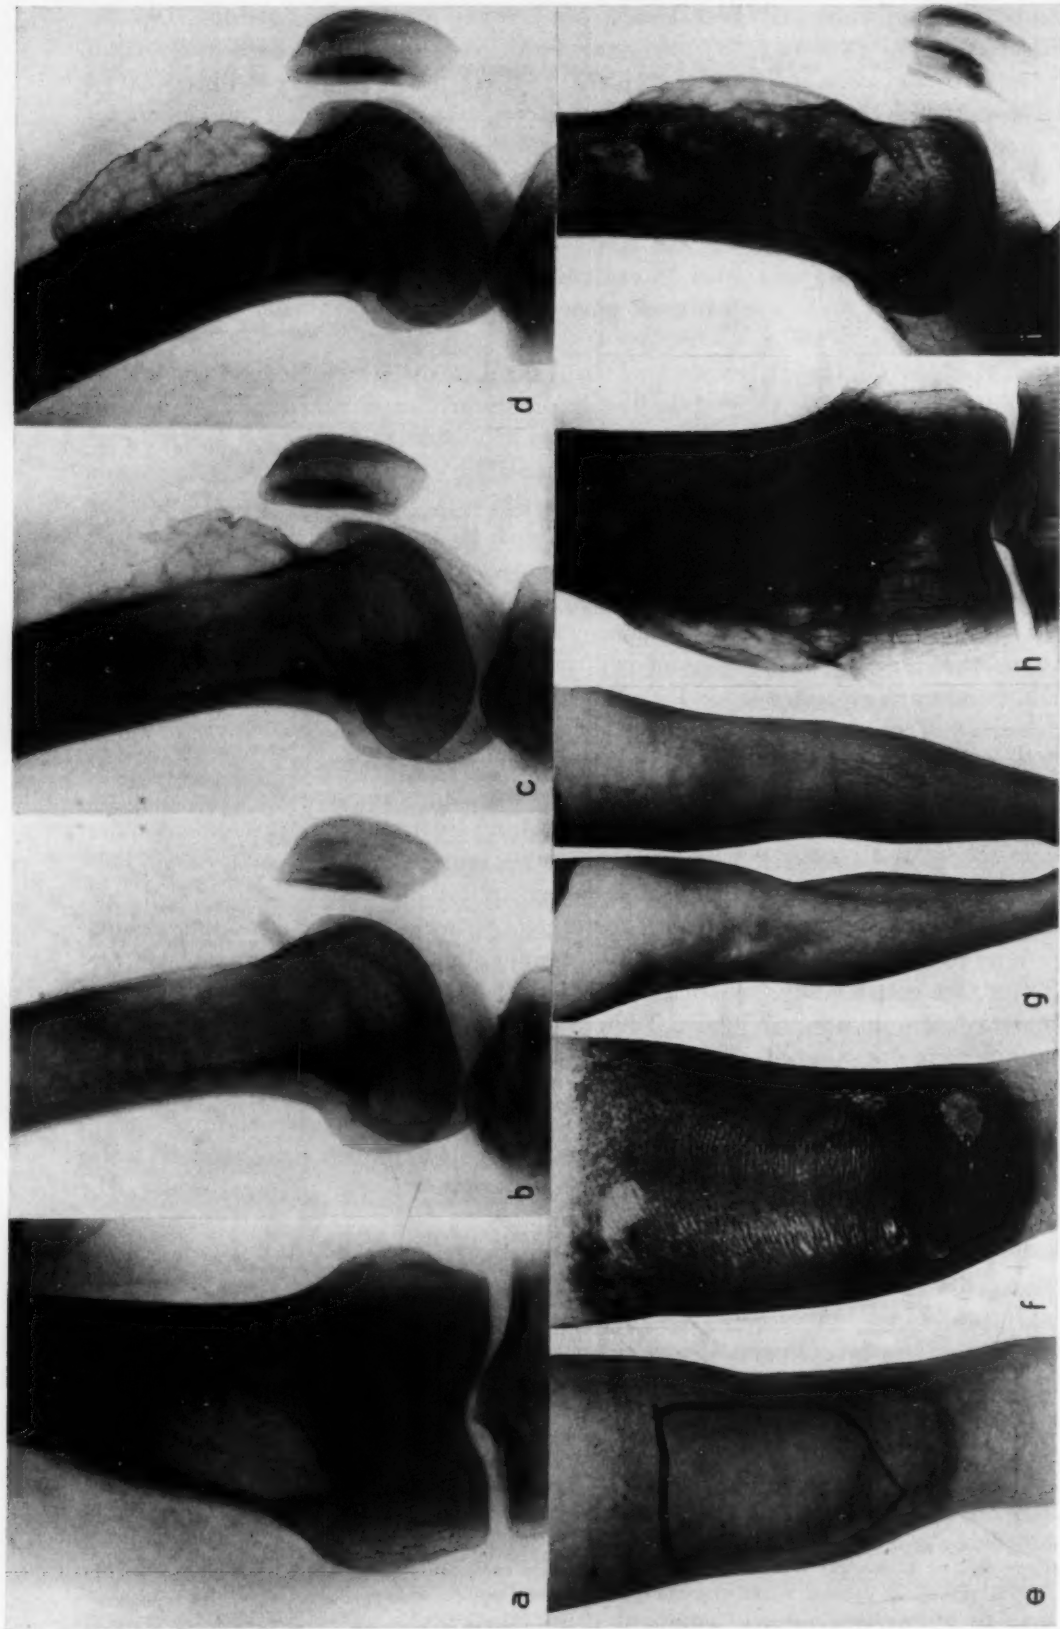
Osteosarkom in der distalen Femurmetaphyse bei 23jährigem Mädchen. a und b = Aufnahmen 2 Monate nach Beginn der Schmerzen und Auftreten der Anschwellung, c = Aufnahme 2 Wochen nach Beginn der Röntgenbestrahlung und 3 Wochen nach den ersten Aufnahmen a und b, d = Aufnahme 3 Wochen später, e = Ansicht der Haut im Bestrahlungsfeld (kräftige Pigmentbildung) nach Gesamtdosis von 3780 r/l pro Feld, f = starke Pigmentation und geringe exsudative Hautreaktion 10 Tage nach Abschluß der Bestrahlung mit Gesamtdosis 8320 r/l (pro Feld 3780 r/l, 3940 r/l resp. 600 r/l), g = Haut des Bestrahlungsfeldes 3 Jahre später, h und i = Röntgenaufnahme 9 Jahre nach Abschluß der Bestrahlung. Zunehmende Sklerosierung, die im Laufe der nächsten 5 Jahre noch etwas verstärkt wird.
